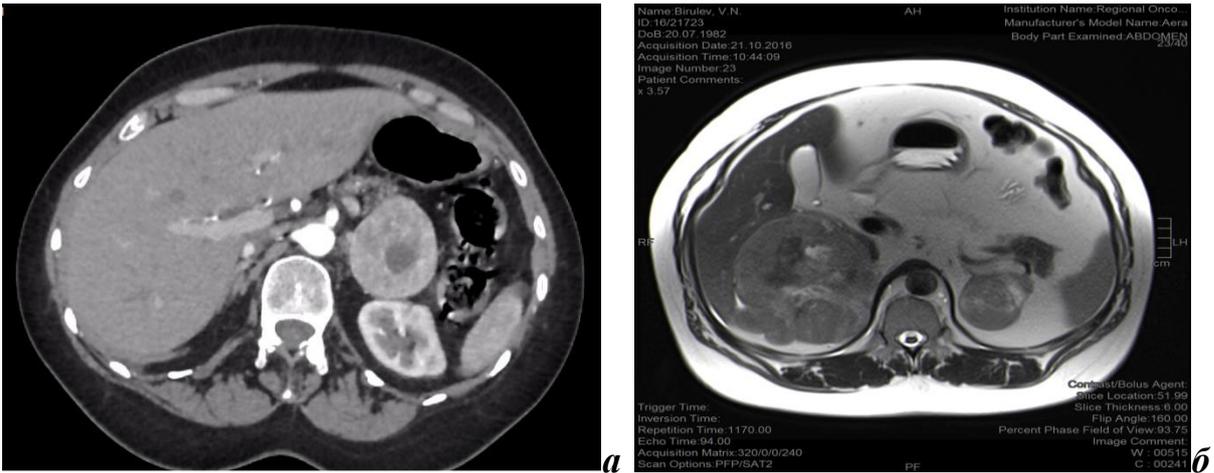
КТ: а – феохромоцитома левого надпочечника с множественными кальцификатами по периферии новообразования; б – феохромоцитома правого надпочечника с локальной зоной кальцификации и полостью распада
